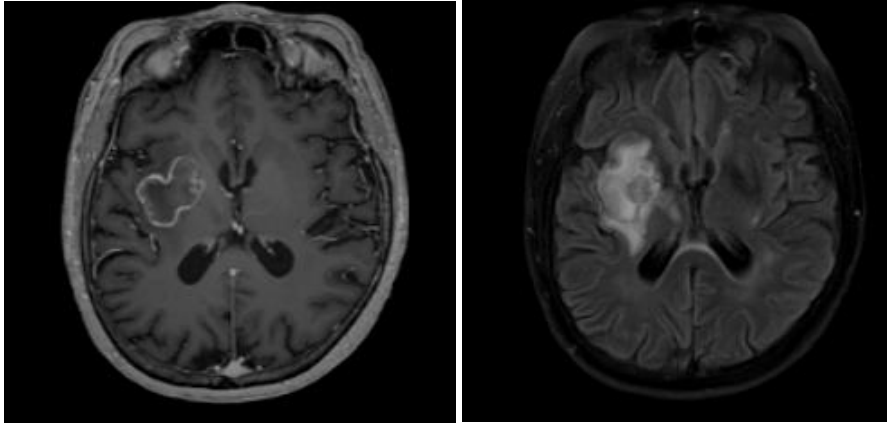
Rechts insuläre Metastase eines nicht-kleinzelligen Bronchialkarzinoms (NSCLC) in der T1-Wichtung, MPRage-Sequenz mit Kontrastmittel Anreicherung (*links*) und mit hyperintensem Umgebungsödem in der T2-Wichtung, FLAIR-Sequenz (*rechts*)
